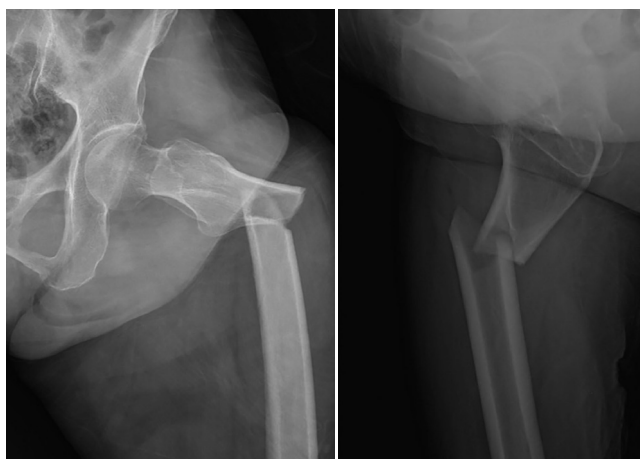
Initial radiographs of a 76-year-old woman showing an atypical fracture of the subtrochanteric region of the femur.
